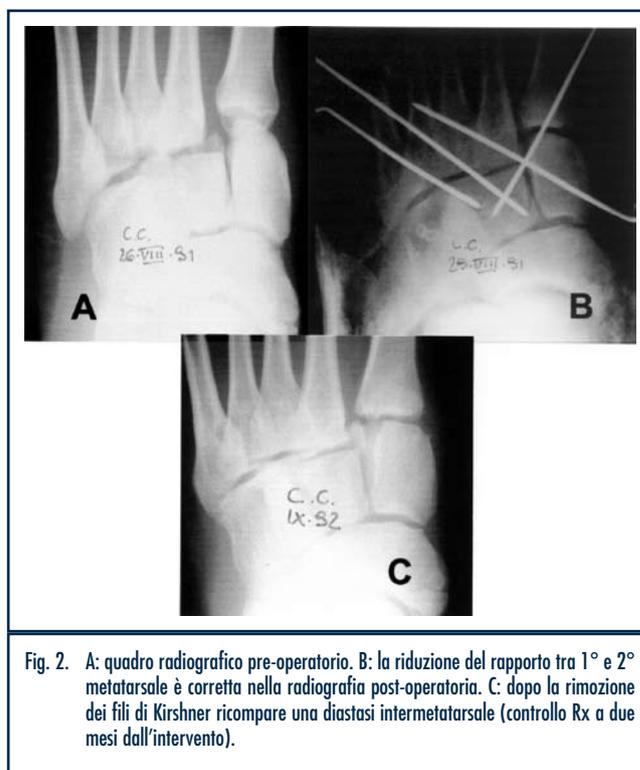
A: quadro radiografico pre-operatorio. B: la riduzione del rapporto tra 1° e 2° metatarsale è corretta nella radiografia post-operatoria. C: dopo la rimozione dei fili di Kirshner ricompare una diastasi intermetatarsale (controllo Rx a due mesi dall'intervento).
